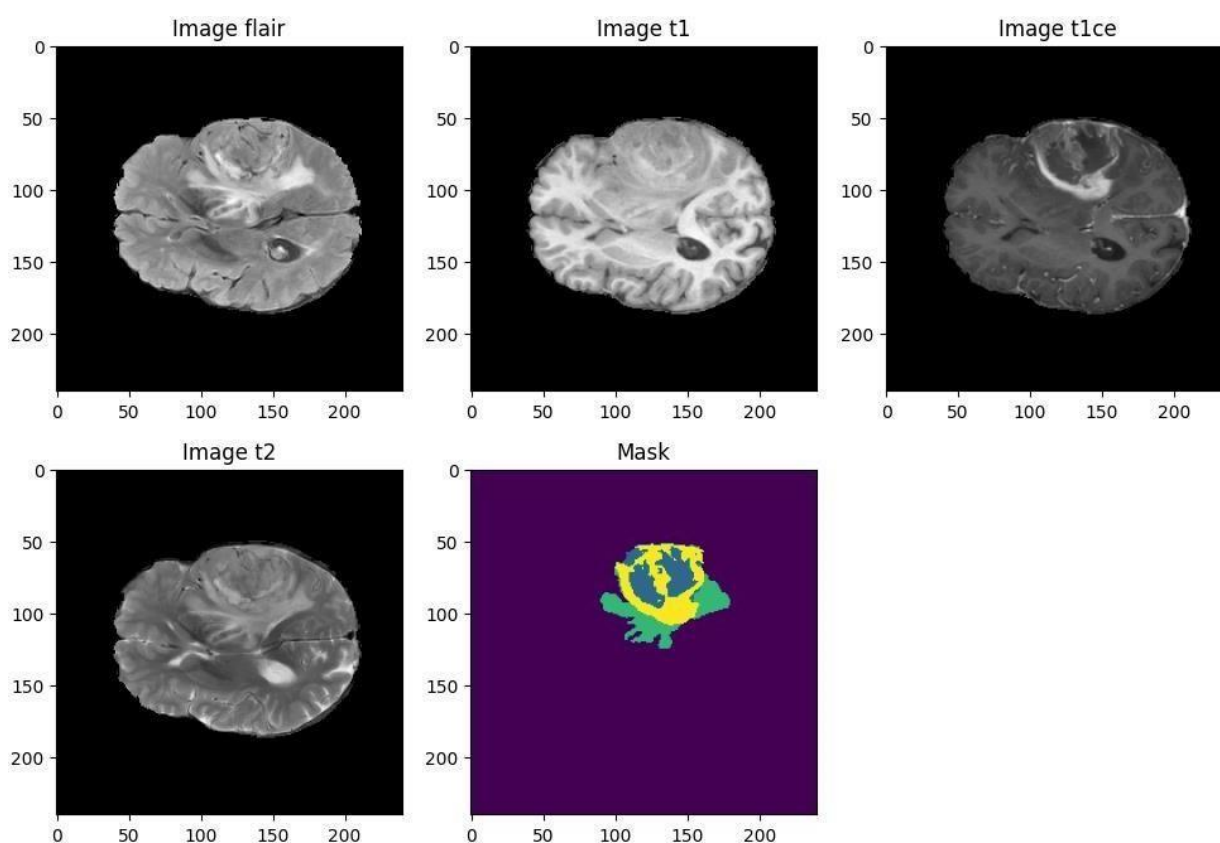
Відображення 4-х модальностей МРТ-сканування пацієнта та відповідної сегментації
